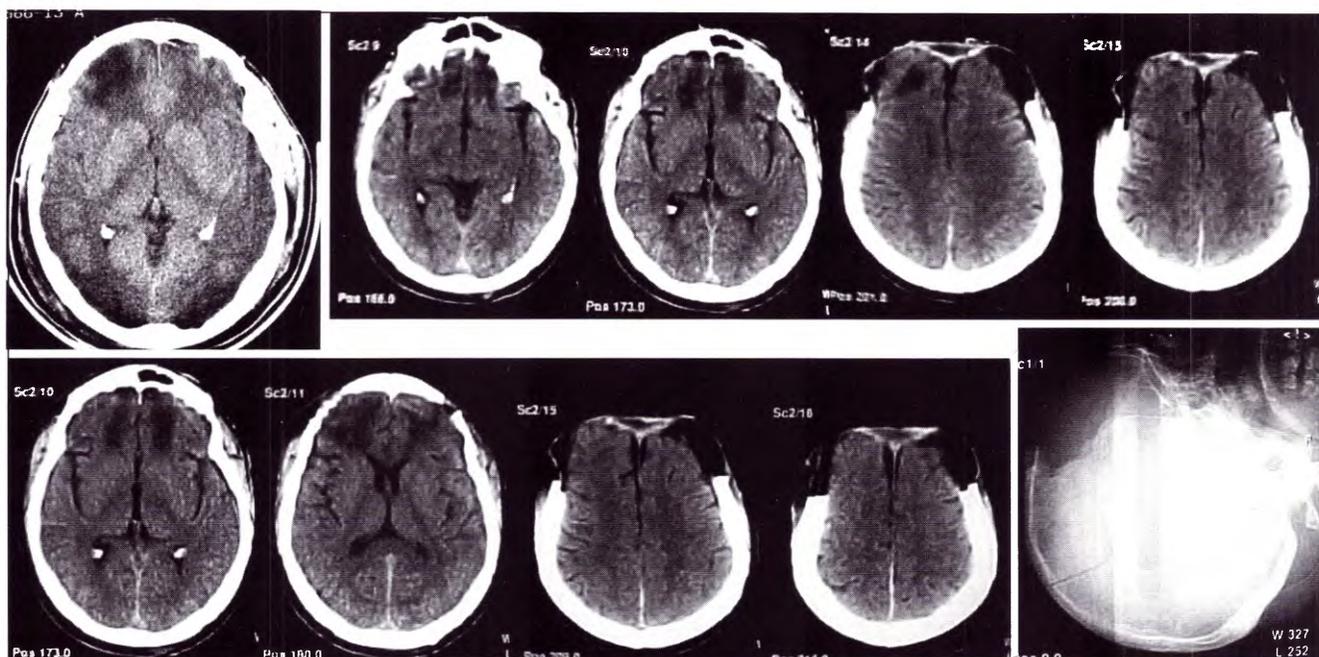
Caso 1. A. TAC preoperatoria. B y C. TAC postcraniectomía. D. Craniectomía en Rx perfil cráneo
